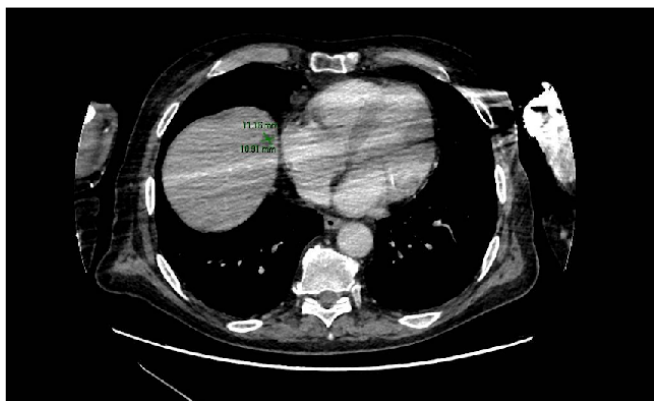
Imagen de TC en el que se observa lesión hipodensa en segmento VIII de 11mmx11mm en relación con absceso hepático
